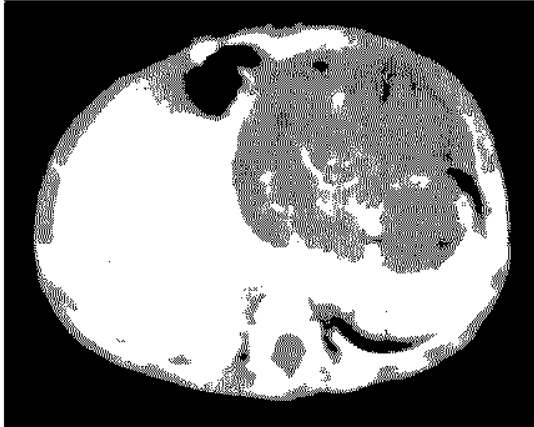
Contrast-enhanced CT scan depicts a heterogeneously enhancing mass located in both extragastric and intragastric areas.
